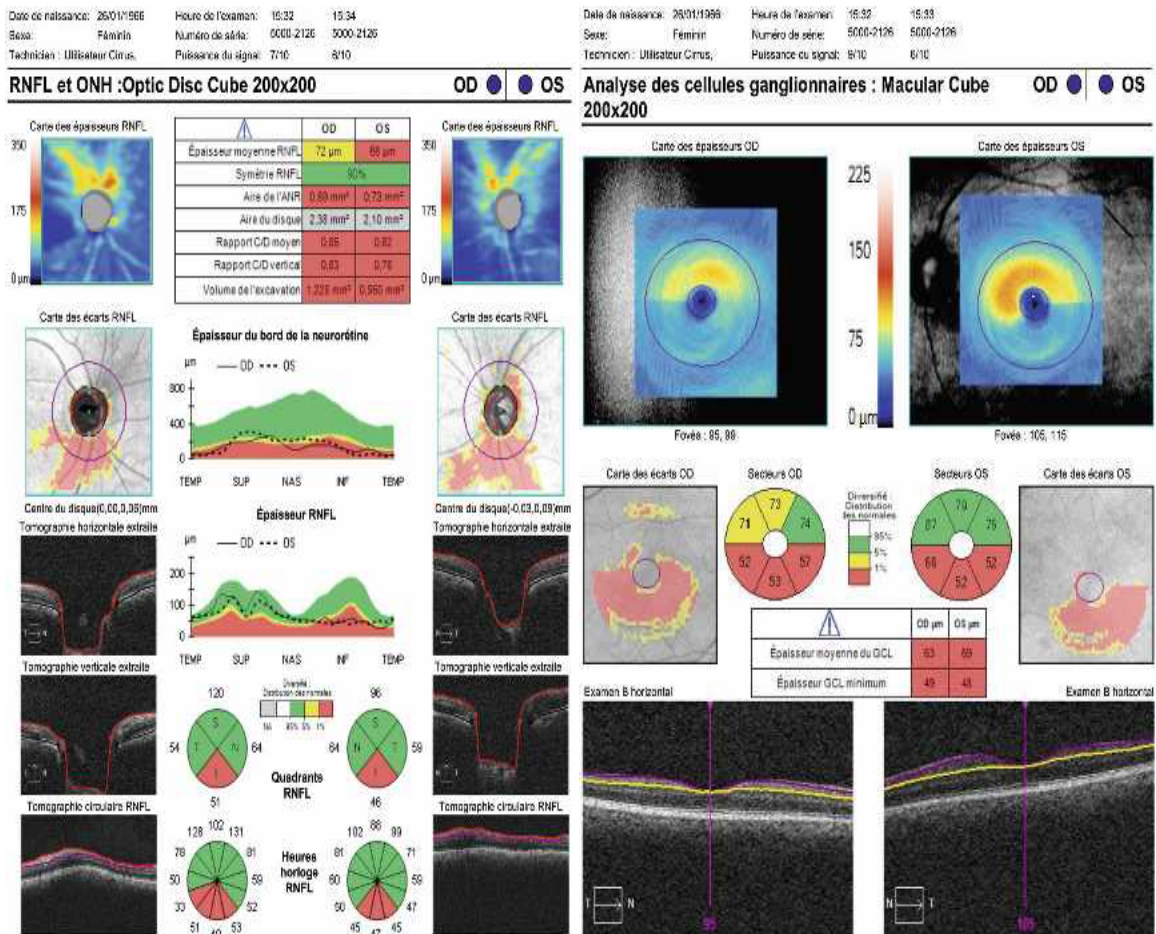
Tomographie à cohérence optique (OCT) montrant un glaucome modéré
